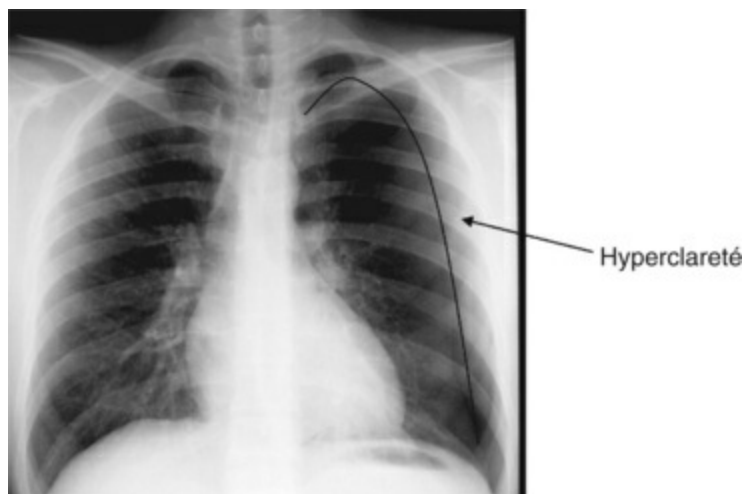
Radiographie de thorax présentant une hyperclareté homogène, signe de pneumothorax.
